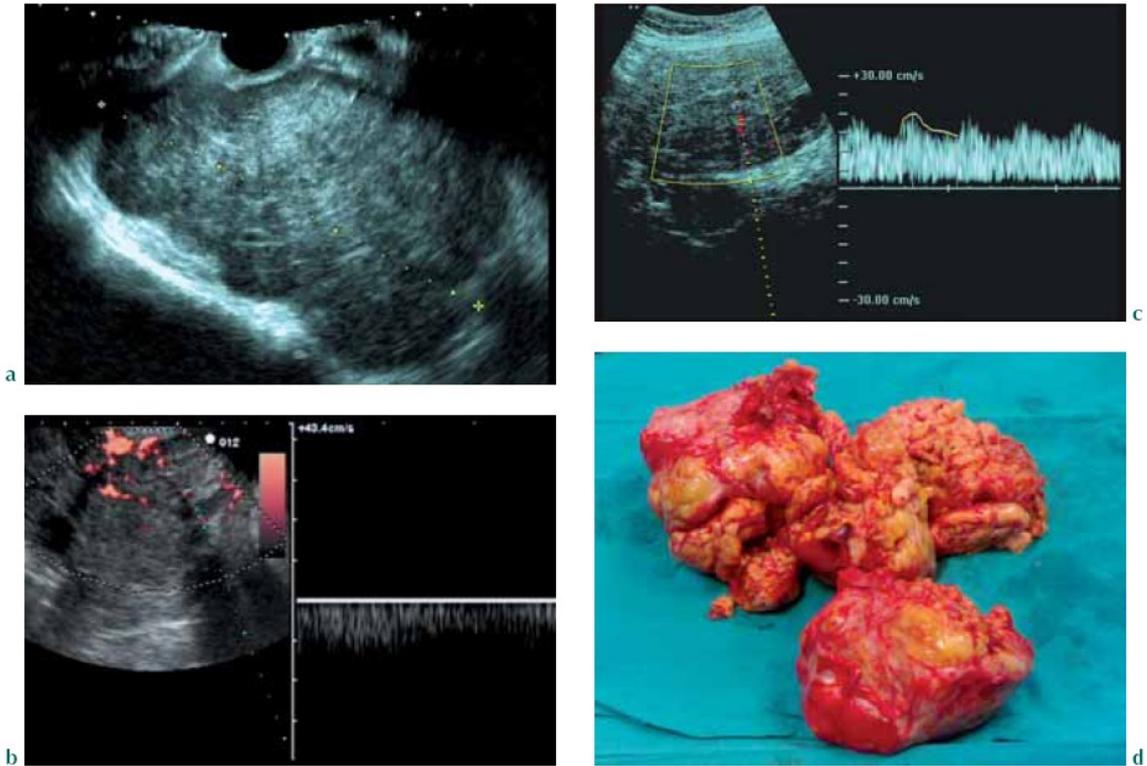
a-d Leiomiomatosi uterina. (a) quadro ecografico B-mode, sezione longitudinale dell'utero, non è più riconoscibile la rima endometriale; (b) ampie ed irregolari lacune vascolari presenti nell'ambito della massa e relativo spettro Doppler a bassa resistenza; (c) spettro Doppler con caratteristico flusso (RI 0.29; PI 0.36); (d) stesso caso, spaccato anatomico-patologico.
